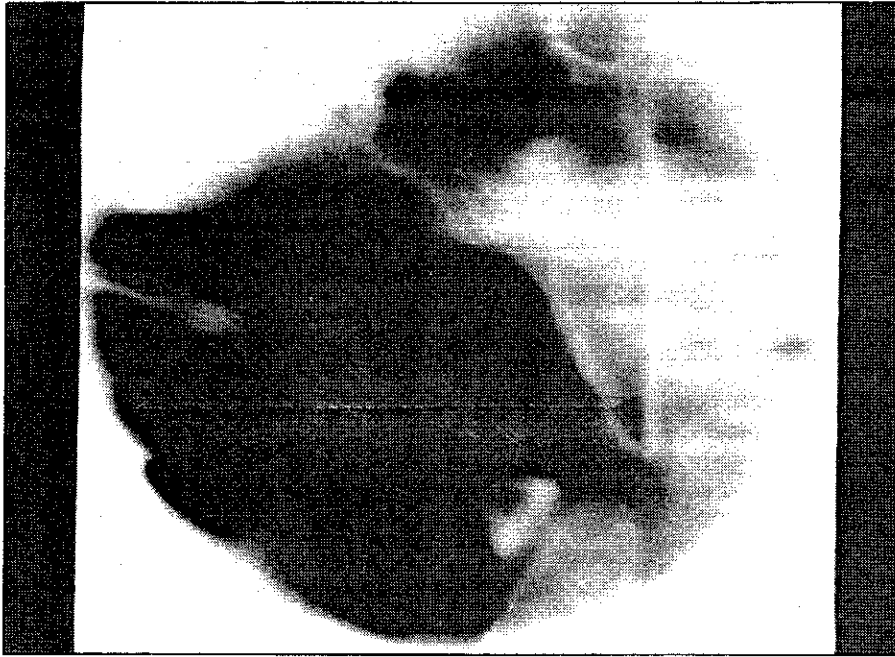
Tomografía de cavum. Se observa con mayor nitidez el aspecto delimitado y redondeado de la tumoración, que ocupa todo el cavum.
